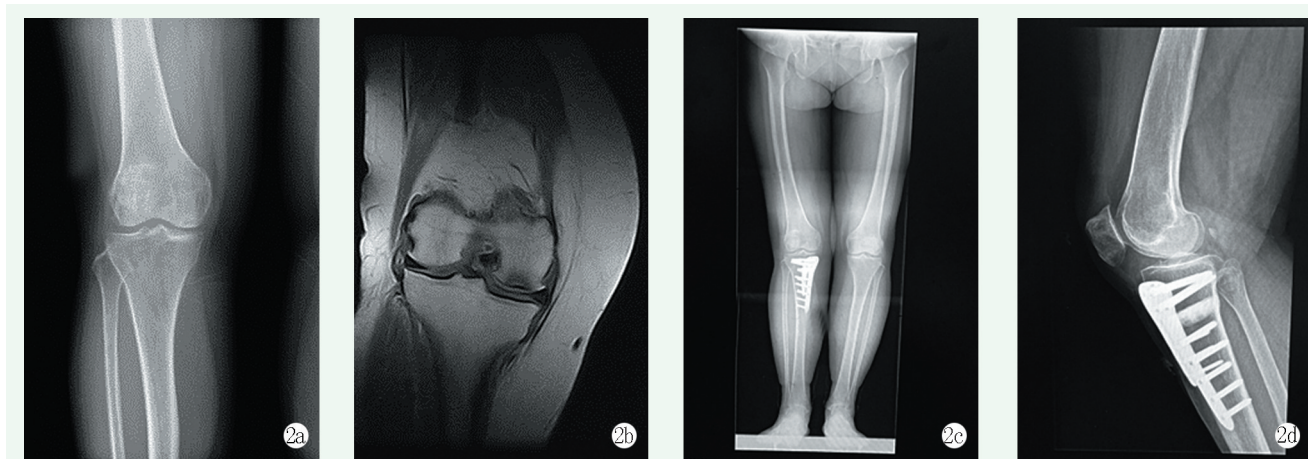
患者, 女, 55岁。2a: X线片示右股骨内髁卵圆形透亮区, 提示骨坏死; 2b: MRI示右侧股骨内髁骨坏死, Koshion 2期; 2c, 2d: 术后2年X线片示下肢力线落在Fujisawa点, 截骨端愈合, 内置物位置良好。
